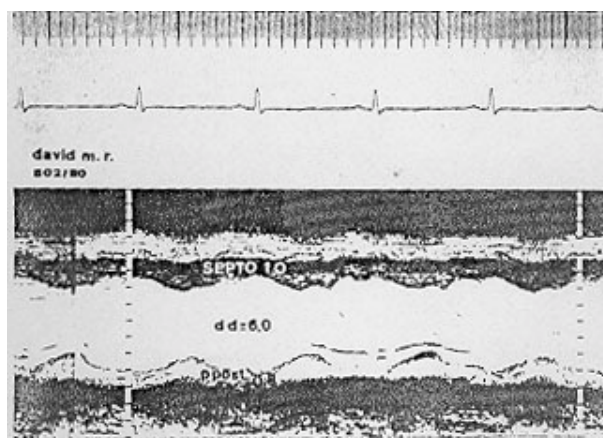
Ecocardiograma “modo M” de paciente de 52 anos de idade com insuficiência renal crônica, normotenso, em hemodiálise há 2 anos.
